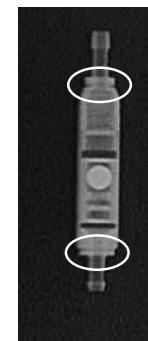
Radiografia della paed/GAV (9/24 cmH<sub>2</sub>O)
